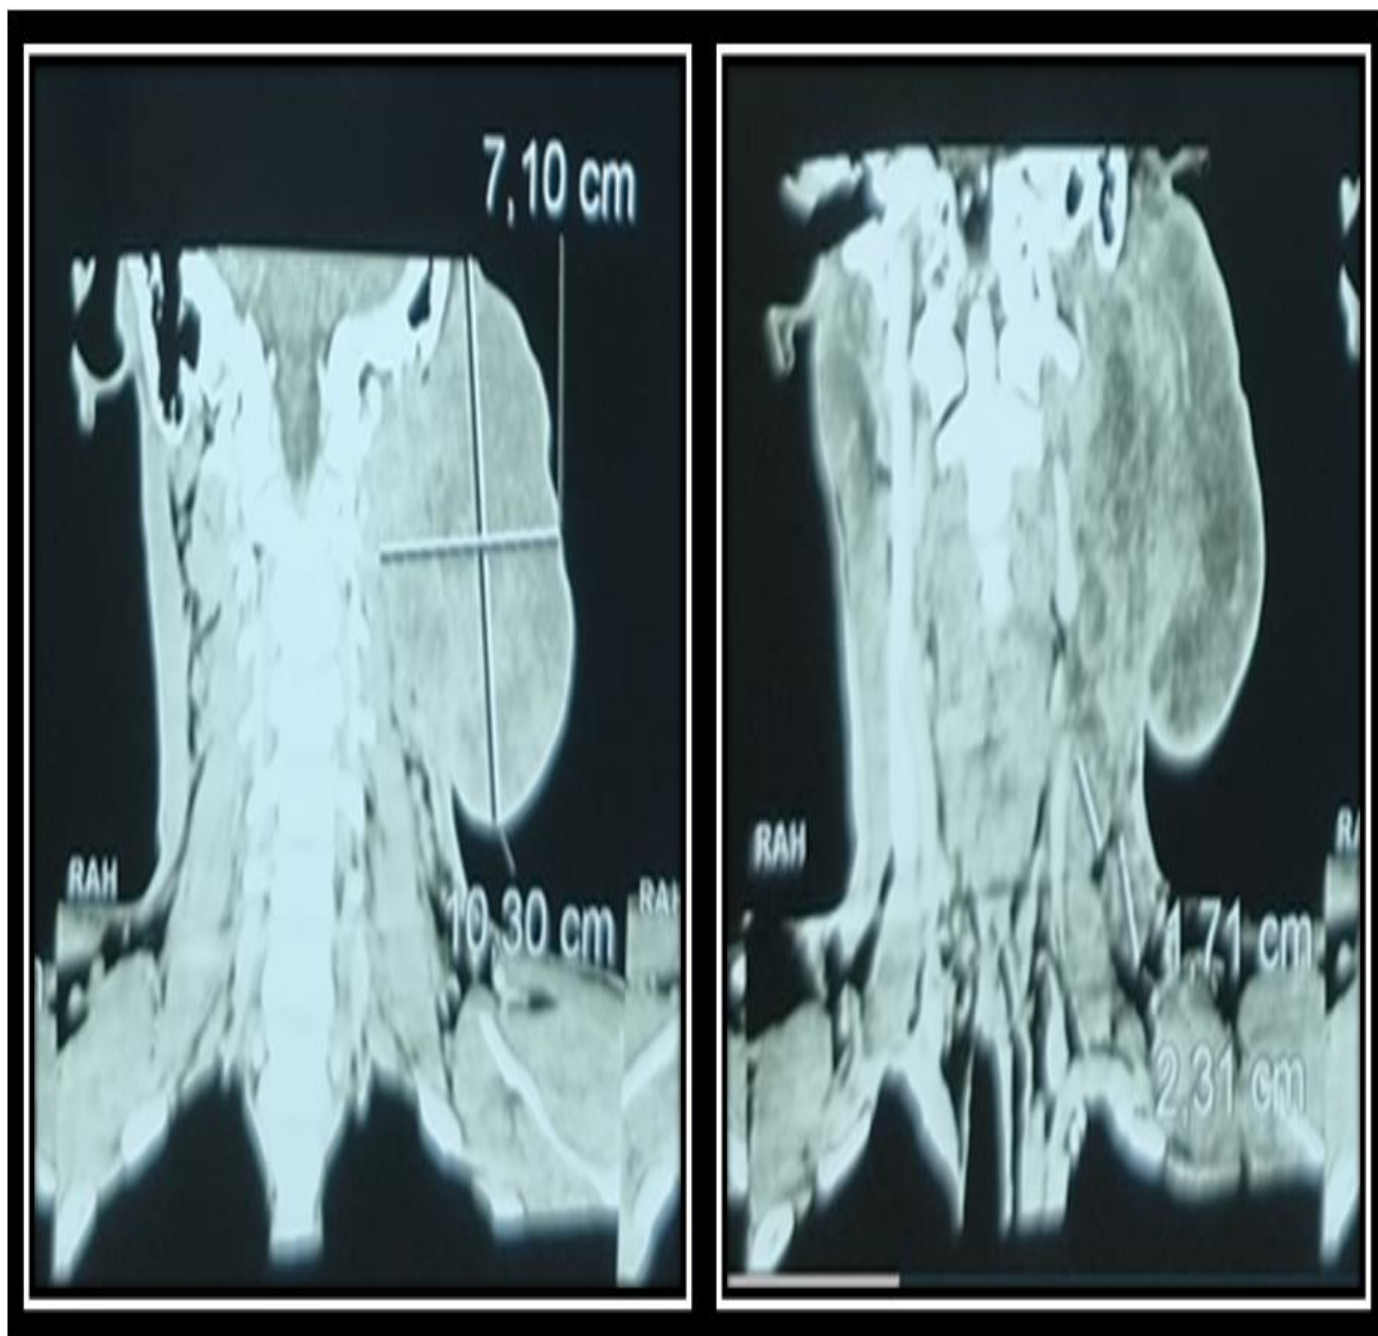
TDM cervicale objectivant une masse tissulaire hétérogène de la région parotidienne gauche mesurant 10,3 x 7,1 cm.
